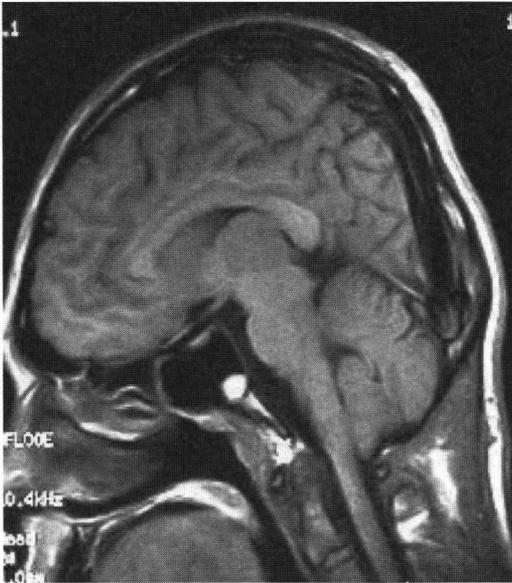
症例2の頭部MRI所見：キアリ奇形I型を認める.
